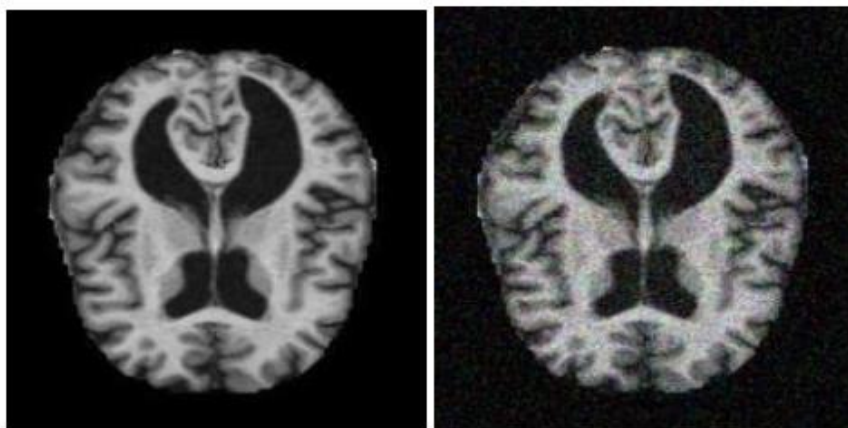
МРТ без добавления Гаусс-шума (слева) и с добавлением Гаусс-шума (справа)
